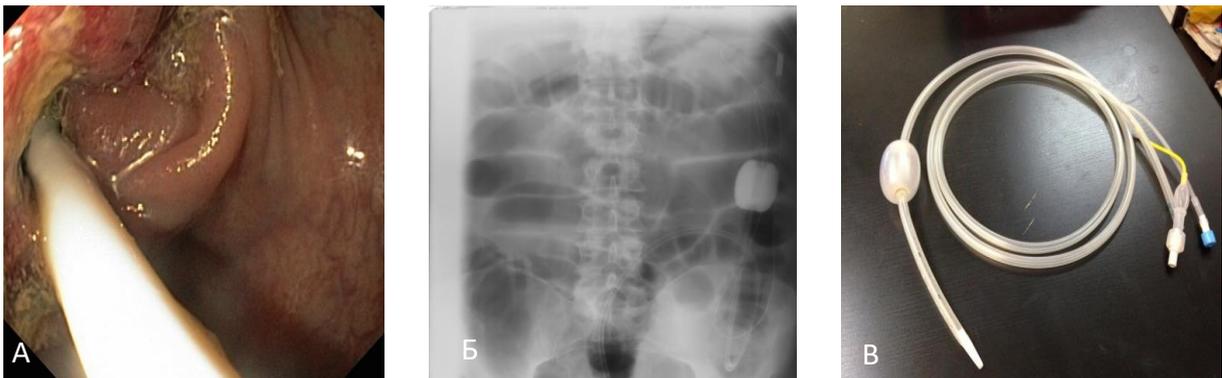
Эндоскопическая реканализация. А – заведение зонда, Б – обзорная рентгенограмма после эндоскопической реканализации, В – разработанный зонд (патент №124550 от 10.02.2013)
